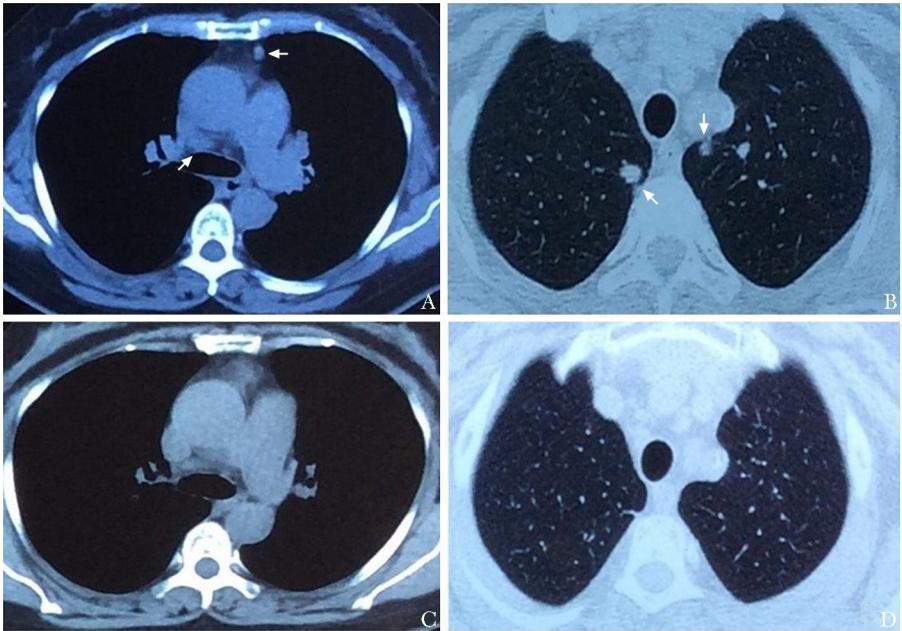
2013年患者胸部CT可见纵膈多发淋巴结肿大（图1A），双肺散在结节，（图1B），2016年胸部CT示淋巴结数量较前减少、体积缩小（图1C），肺内结节消失（图1D）
